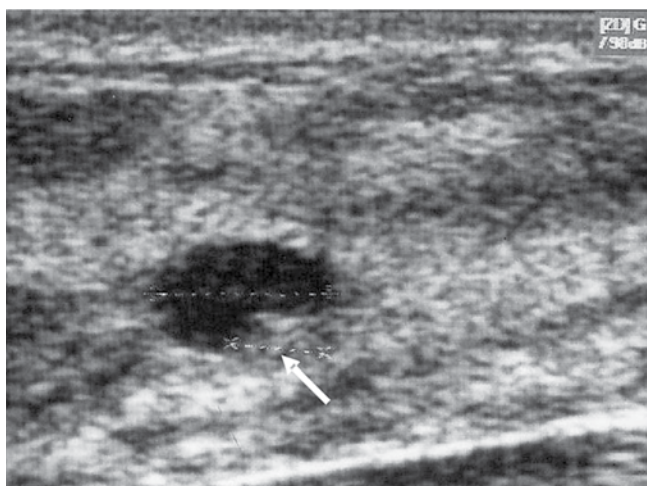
Klasyczny obraz USG jak dla zmiany złośliwej piersi u 50-letniej kobiety z wykonaną mammografią, w której nie stwierdzono ewentualnych zmian złośliwych. Piersz z przewagą tkanki gruczołowej
